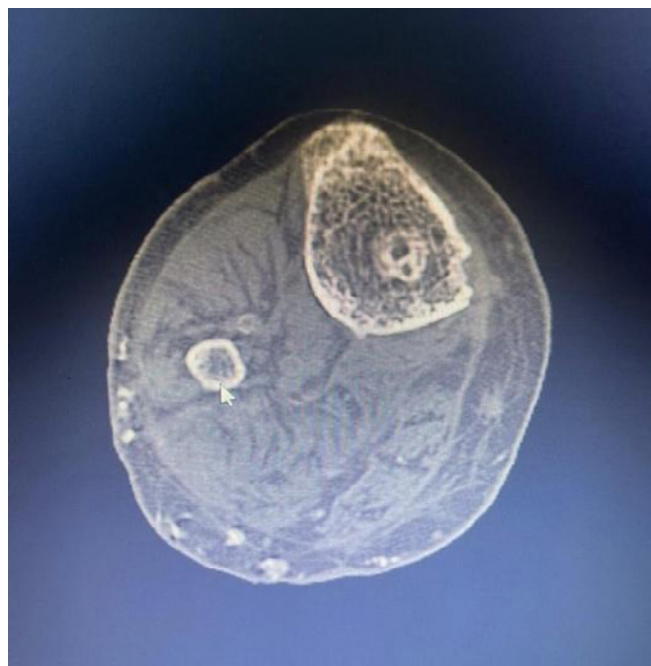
TC da perna (corte axial ao nível tibiofibular). Múltiplos depósitos tofáceos subcutâneos e periarticulares, com pequenos focos erosivos periféricos.
